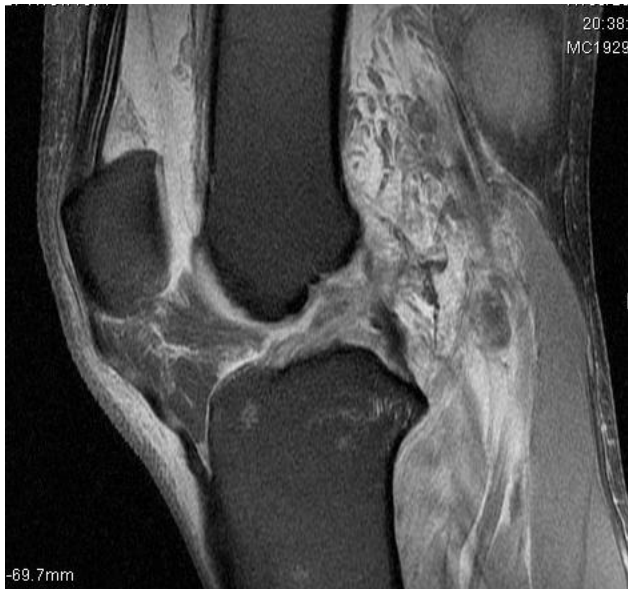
RM T2 Sagital rodilla izquierda LCA
